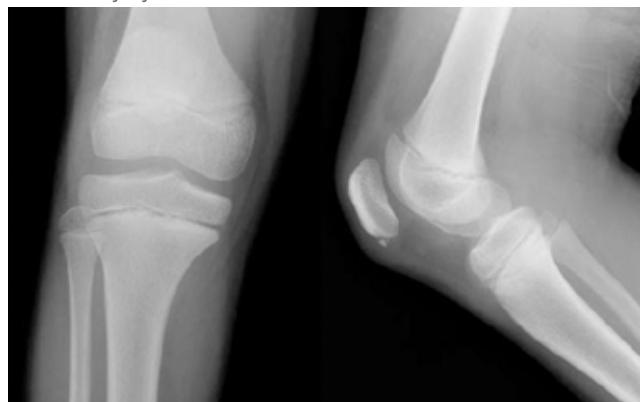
Profilna radiografija pacijenta sa Ozgud-Šlaterovim oboljenjem
